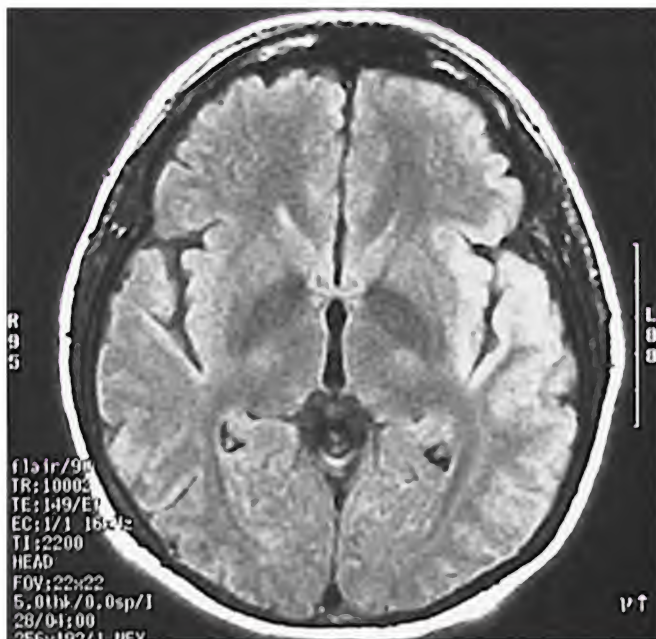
Meningoencefalitis vírica, resonancia magnética
